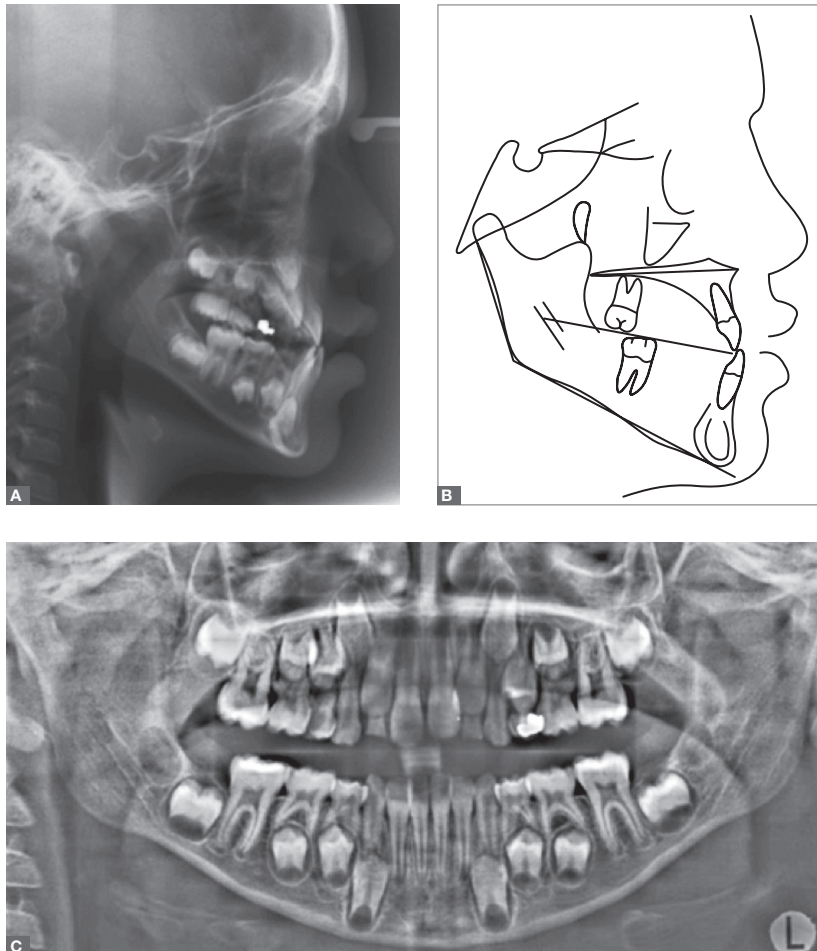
A) Radiografia cefalométrica de perfil inicial, B) traçado cefalométrico inicial e C) radiografia panorâmica inicial.
